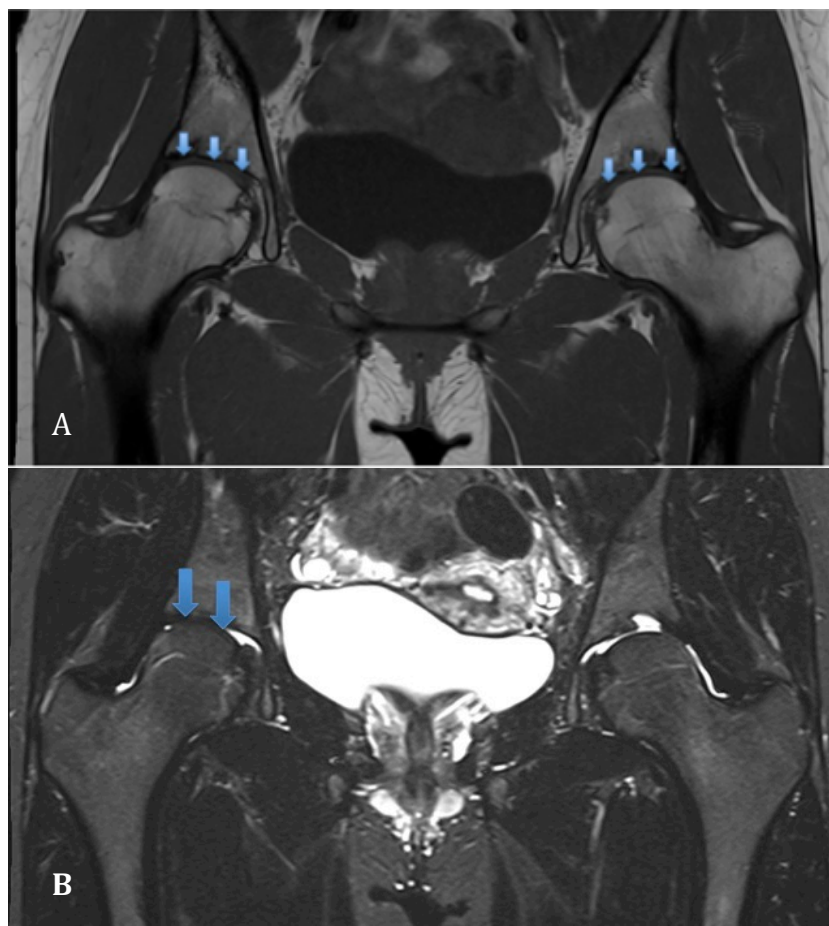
Articulations coxo fémorales en IRM.
